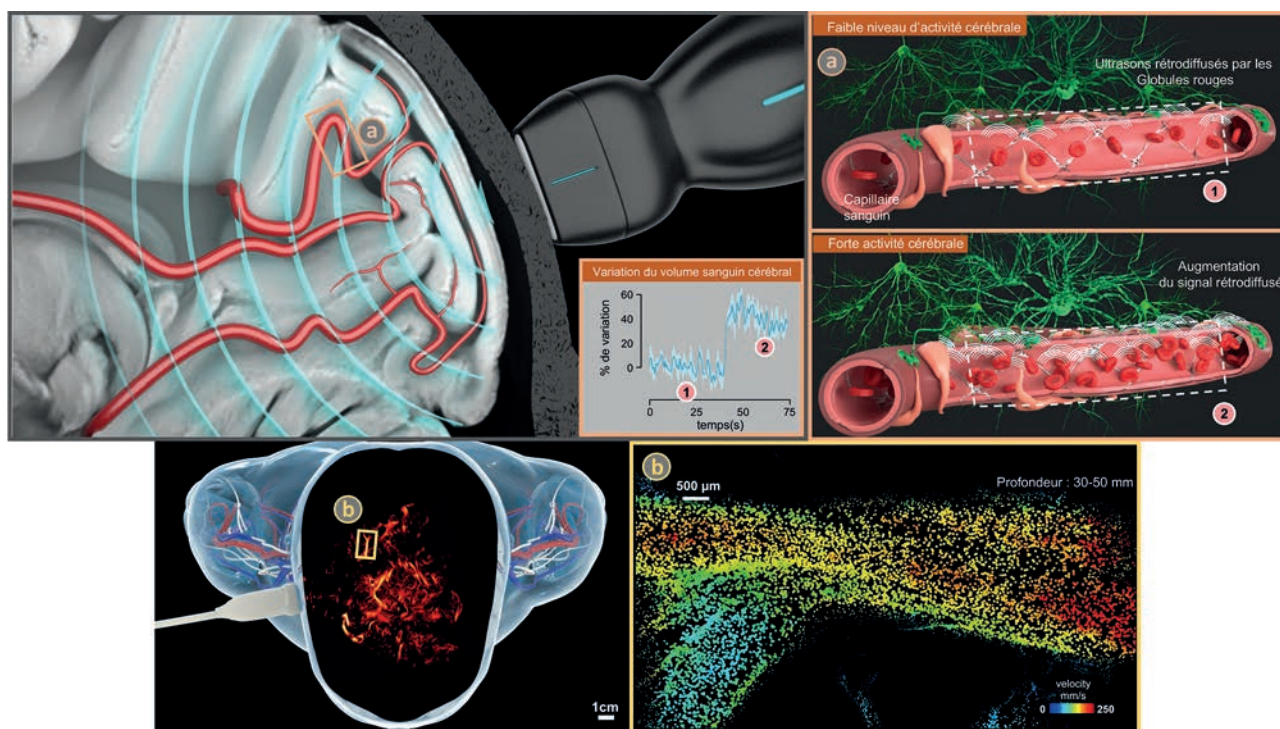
Imagerie ultrasonore Doppler ultrarapide permettant la visualisation et l'étude de la micro-vascularisation à des échelles temporelles et spatiales inédites (©Alexandre Dizeux, Physique pour la médecine Paris).
